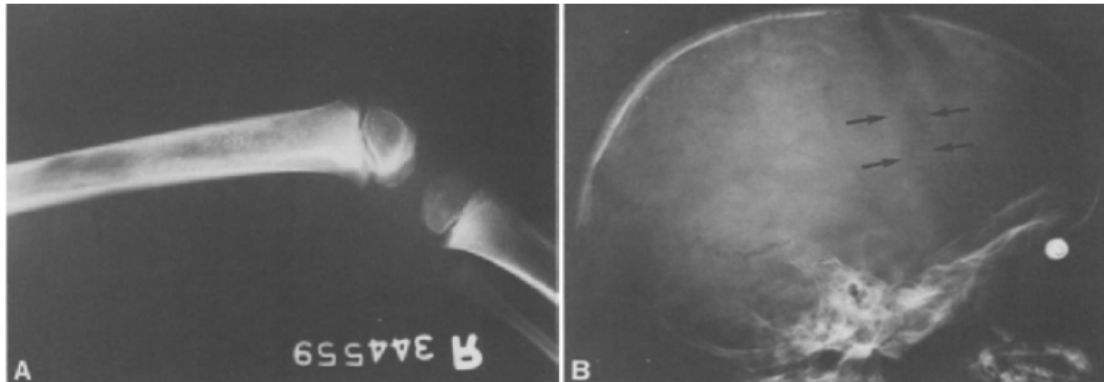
Une radiographie du squelette mettant en évidence des métastases au niveau des os longs (A), disjonction des sutures du cranes (B). [36]
